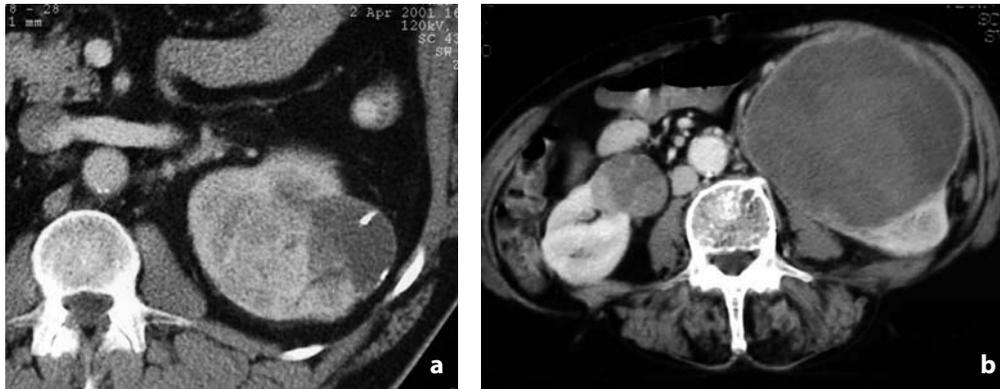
Tomografia computerizzata. Carcinoma renale. a Stadio T1. Neoformazione solida <7 cm del rene sinistro. b Stadio T2. Neoformazione solida >7 cm del terzo medio del rene sinistro; sincrona lesione neoplastica <7 cm del rene destro
